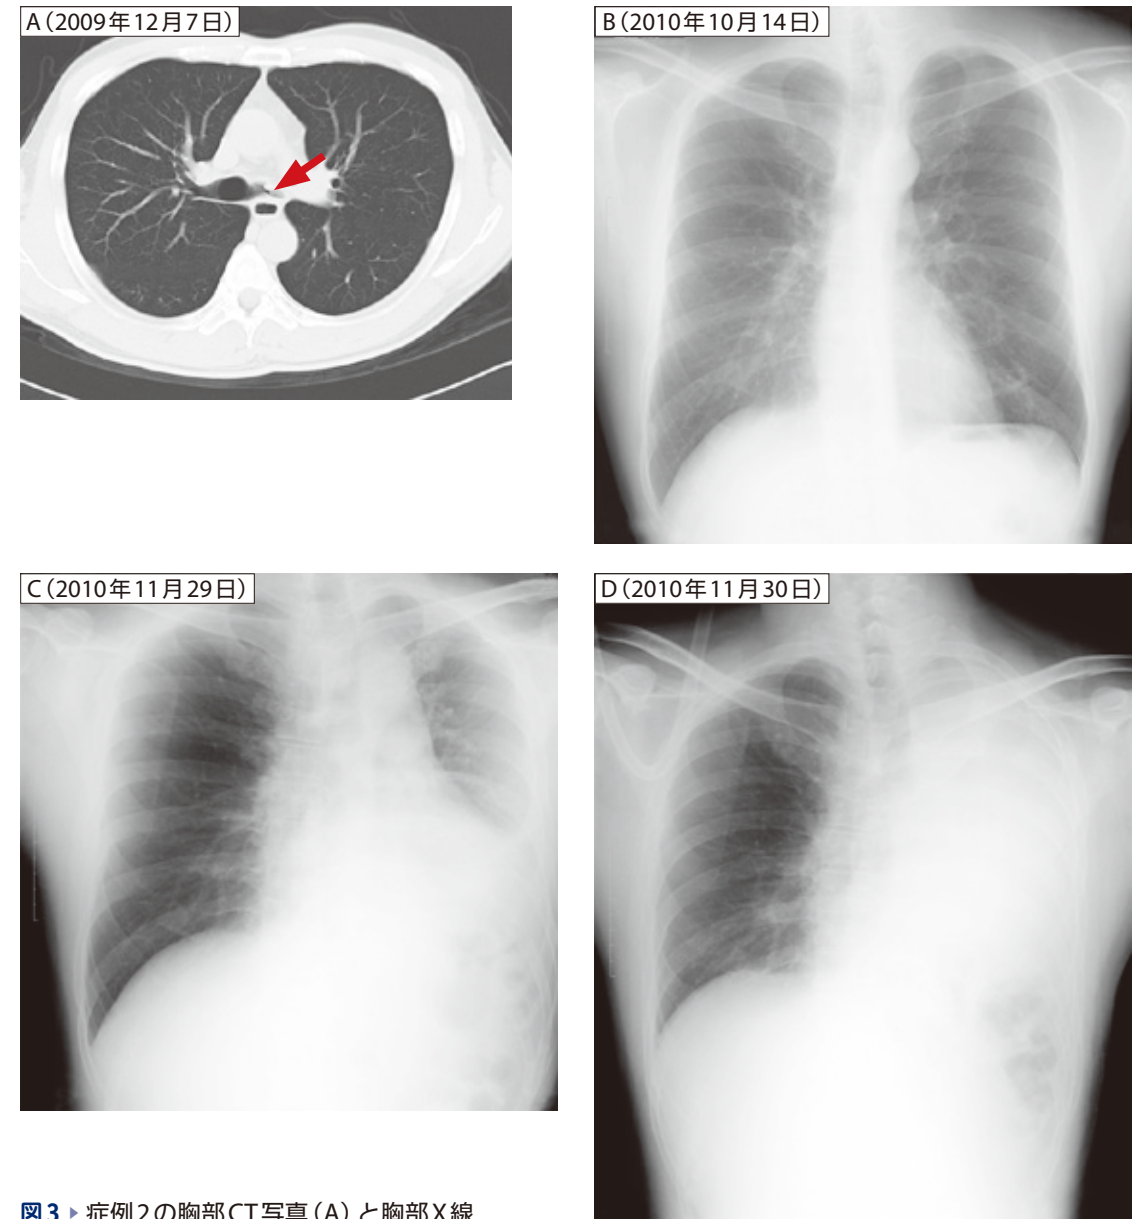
▶ 症例2の胸部CT写真(A)と胸部X線写真(B~D)
